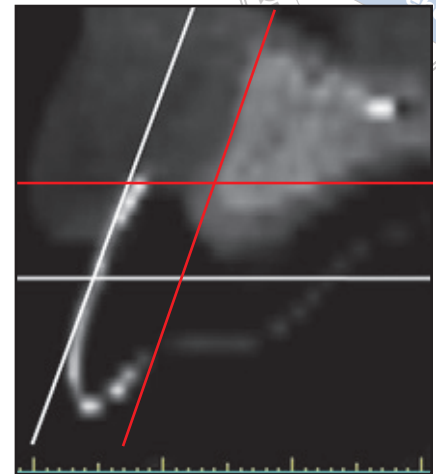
Röntgenbild mit der Röntgen- und Schablonenlinie, die dem Behandler das ideale bukkale Profil von Krone und Gingiva vorgibt. Dieselben Linien wie in Abb. 8 und 9 werden benutzt, um die Form der künstlichen Gingiva, die Transplantate, die Knochenumformung und die Implantatpositionen zu planen. Mit den weißen Linien werden die vier Quadranten erzeugt, mit den roten Linien wird die 3D-Position des Implantats ermittelt.
